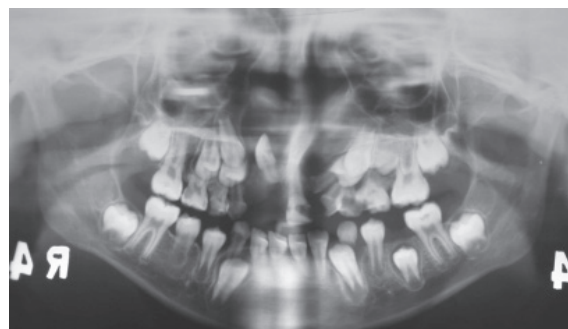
Panoramic radiogram of the patient. Note the maxillary incisor tooth in an inverted position at the right premaxillary region
